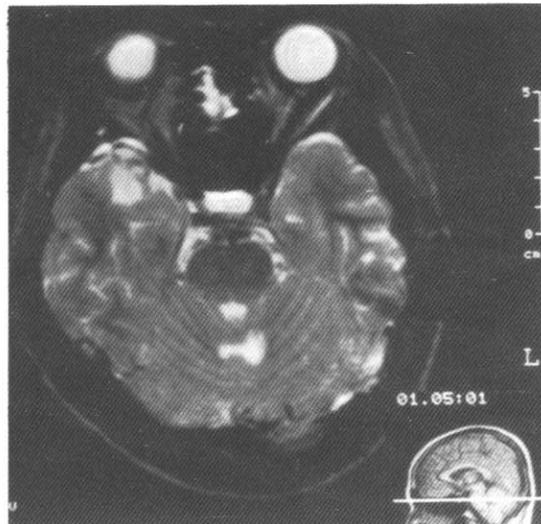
T1 weighted image of brain MRI scan showed high signal intensified granular spots on thalamic cortex of right frontal lobe and cerebellum.
